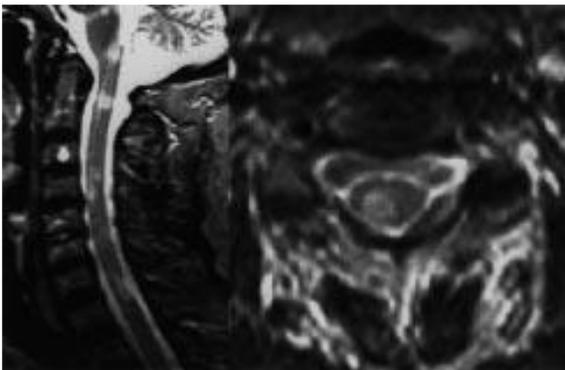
RM cervical (secuencias potenciadas en T2 en plano sagital y transversal) en paciente con EM clínicamente definida. Se observan múltiples placas desmielinizantes que no afectan completamente el área transversal medular.
